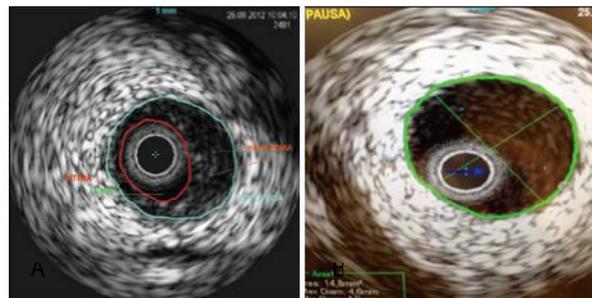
En A, ultrasonografía intracoronaria de la arteria coronaria derecha distal evidencia hematoma sub intimal, causando compromiso significativo de la luz. En B, ultrasonografía intracoronaria de la arteria coronaria derecha proximal demuestra ausencia de lesiones aterotrombóticas.
